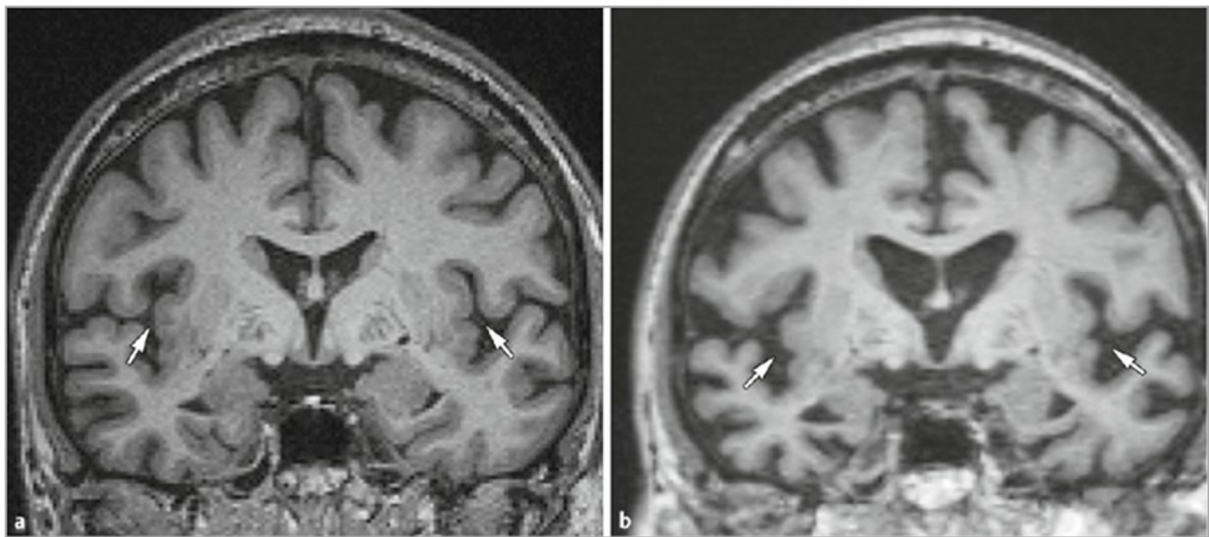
Bild a: MRT-Aufnahme eines Gehirns einer 62-jährigen Person. Bild b: Aufnahme des selben Gehirns, jedoch sieben Jahre später mit manifeste Alzheimererkrankung (Miller-Thomas et al. 2017).
